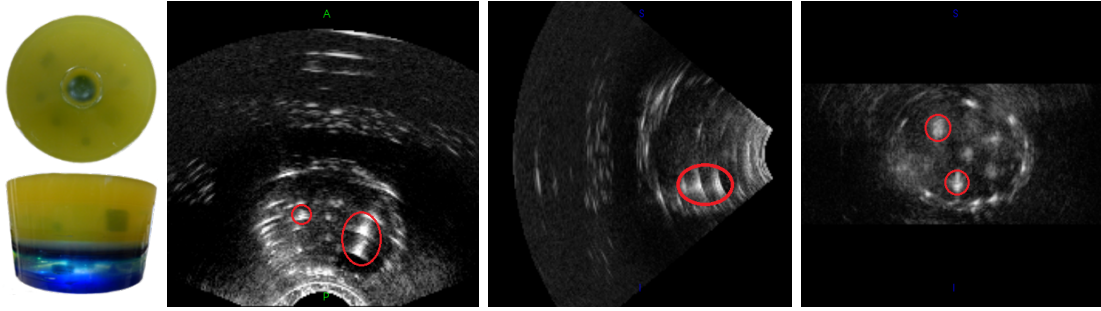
Échographie d'un fantôme de calibrage réalisé au TIMC-IMAG.
